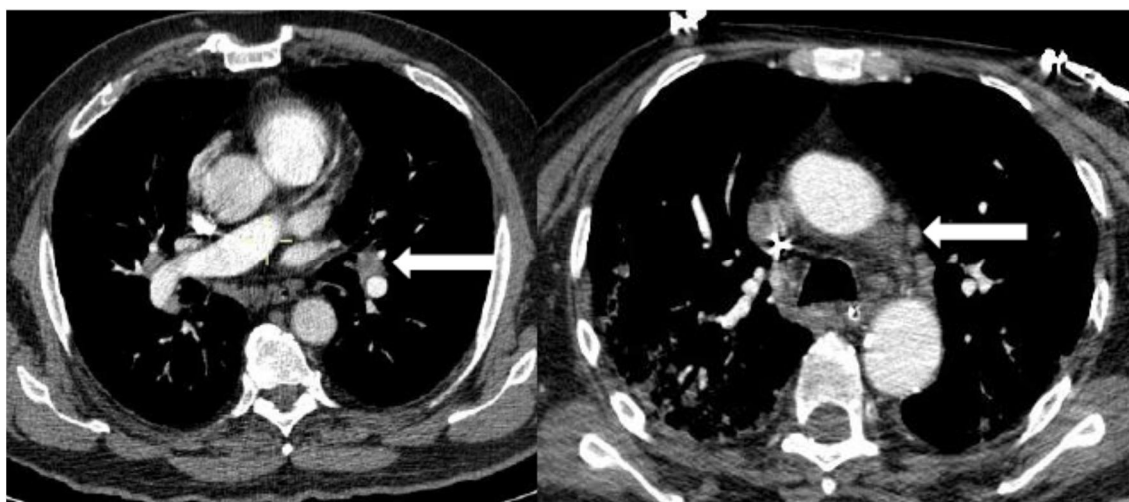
Angio TC con ventana de pulmón en el que se observan adenopatías hiliares (flecha izquierda) y en mediastino, en ventana aorto pulmonar (flecha derecha)
